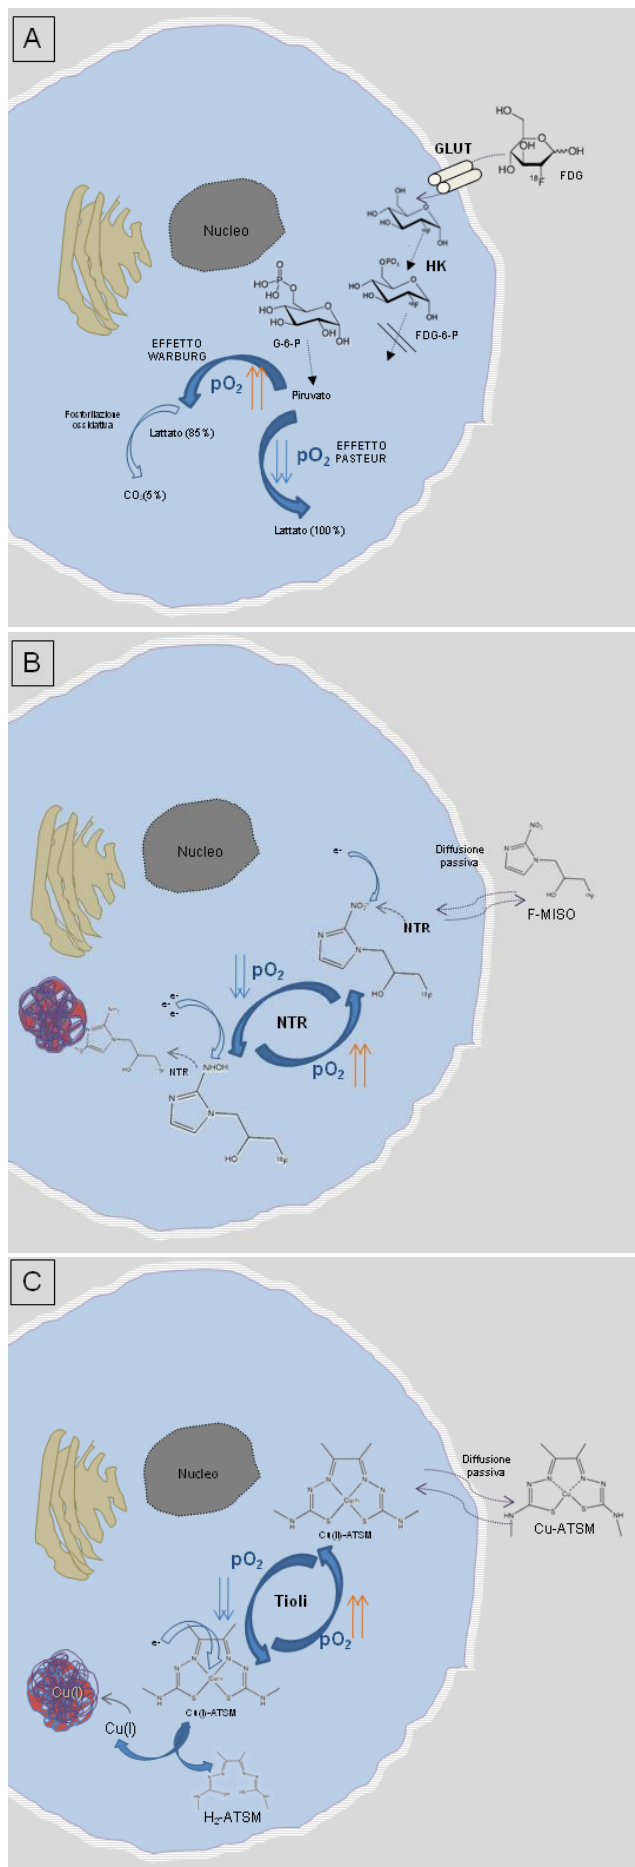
Raffigurazione dei meccanismi di assorbimento e di ritenzione dei principali traccianti PET, nello specifico del ^{18}F -FDG (A), ^{18}F -MISO (B), e ^{64}Cu -ATSM (C), nelle cellule viventi in condizioni di ipossia. Per il ^{18}F -FDG si nota un'ampia sovrapposizione tra l'assorbimento cellulare in normossia (effetto Warburg) e quello in condizioni di ipossia (effetto Pasteur). Per gli altri due traccianti, dopo diffusione passiva attraverso la membrana cellulare, il radiofarmaco viene trattenuto in funzione della tensione di ossigeno (pO_2) presente nell'ambiente intracellulare: in presenza di una ridotta pO_2 , il ^{18}F -MISO subisce una riduzione progressiva da parte dell'enzima nitroreduttasi (NTR) (B). Invece il Cu(II) -ATSM è ridotto a rame (I) mediante i tioli intracellulari, rendendo il complesso Cu-ATSM meno stabile. Entrambi i processi sono reversibili in presenza di una sufficiente pO_2 , e le molecole (F-MISO e Cu(II) -ATSM) sono libere di lasciare la cellula. Al contrario, in condizioni di ipossia, il complesso Cu(I) -ATSM viene progressivamente dissociato, con la formazione di $\text{H}_2\text{-ATSM}$ e Cu(I) libero, che è rapidamente incorporato nelle proteine intracellulari. Al contrario, la molecola F-MISO è legata covalentemente alle proteine intracellulari. Adattato in Italiano da Lopci et al. Am J Nucl Med Mol Imaging 2014;4(4):365-84 [21].
